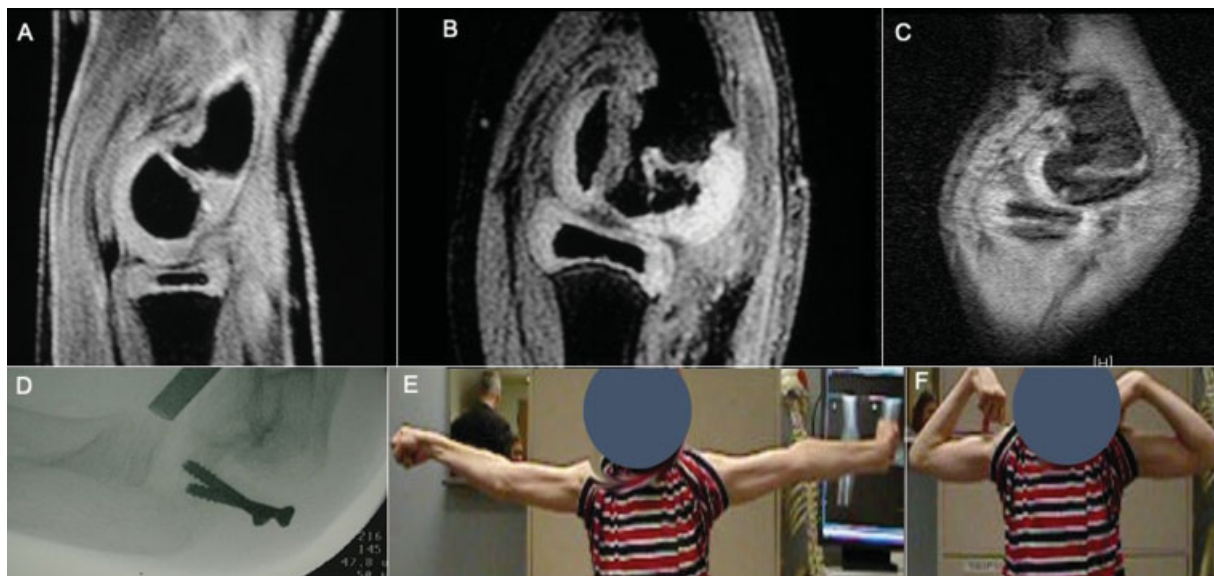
Niño de 8 años con fragmentación fisaria y deformidad tras fractura del cóndilo lateral del codo. (A) Resonancia magnética del cóndilo lateral normal para comparación. (B) Resonancia magnética de la deformidad del cóndilo lateral y barra fisaria con fragmento articular humeral anterior. (C) Resonancia magnética con mejoría en la forma y contorno del cóndilo lateral después de la extracción del tornillo y cicatrización. (D) Fluoroscopia intraoperatoria que demuestra la restauración de un capitellum esférico mediante la fijación posterior a anterior del fragmento anterior con tornillos parcialmente roscados, resección de la barra fisaria, y restauración de la anchura anterior a posterior normal del cóndilo lateral. (E,F) Flexión y extensión del codo casi normales después de la corrección fisaria. Sin embargo, la barra epifisaria se ha reformado, por lo que es necesaria una observación longitudinal desde cerca.
